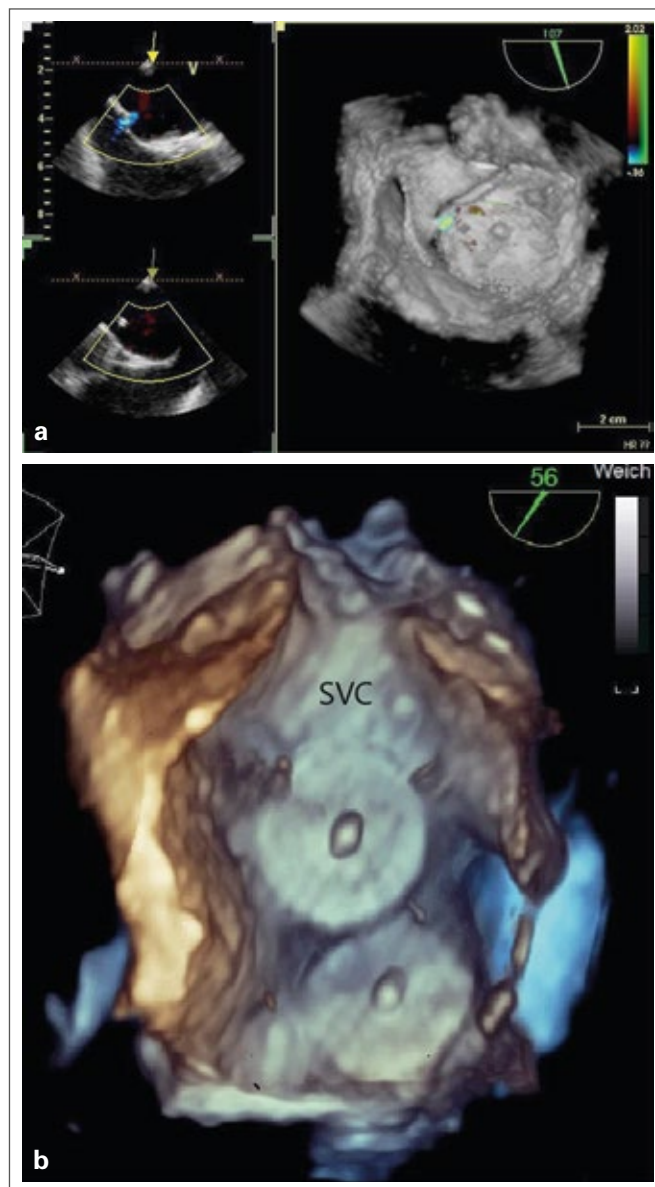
(a): Transösophageale 2D-Echokardiographie (links) und 3D (rechts) von 2 Secundum-Defekten, periinterventionell, Aufsicht von links mit bereits verschlossenem superiores Defekt und noch offenem inferiores Defekt; (b): Transösophageale 3D-Echokardiographie, periinterventionell, Aufsicht von rechts mit 2 Verschlussdevices.
